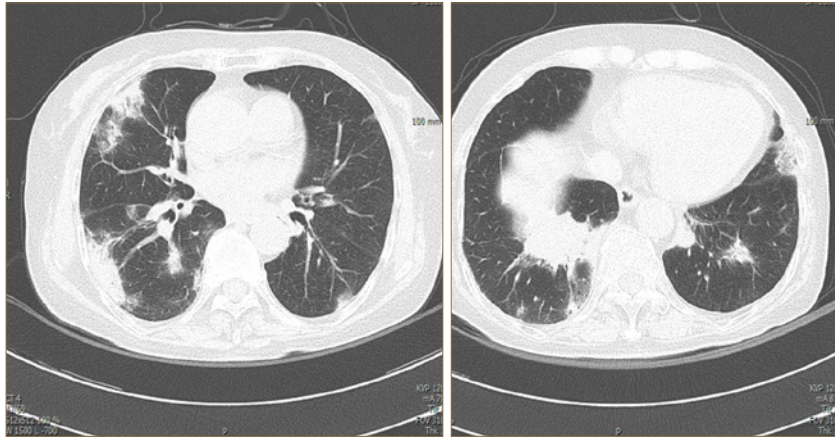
Radiologic pattern of organizing pneumonia in a patient with dermatomyositis. HRCT images show multiple peripheral patch consolidations.
